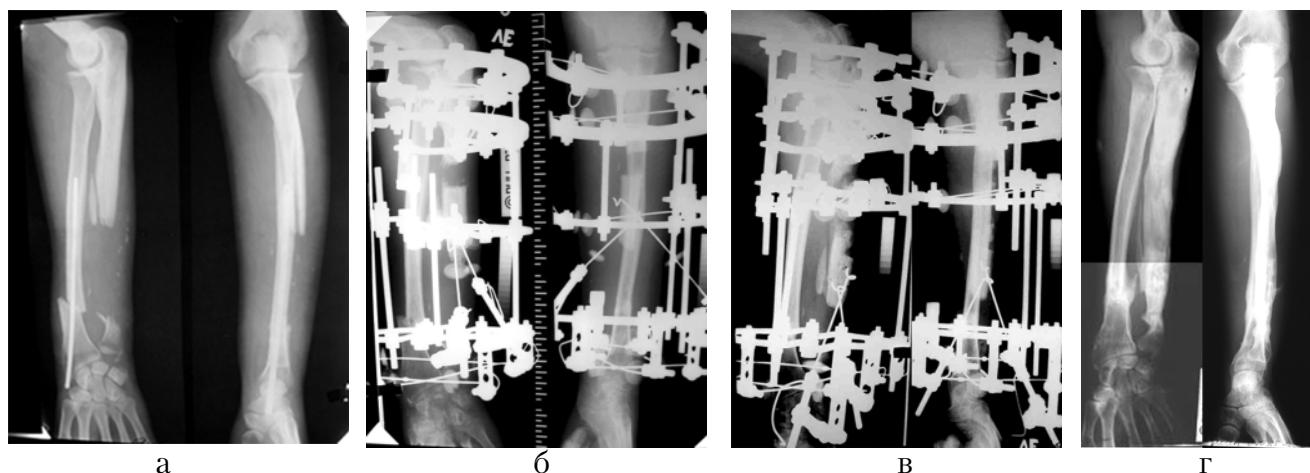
Рентгенограммы больного Р.: а – при поступлении в Центр; б – в процессе удлинения проксимального отломка локтевой кости; в – после выполнения дополнительной остеотомии удлиняемого отломка локтевой кости; г – результат лечения.
